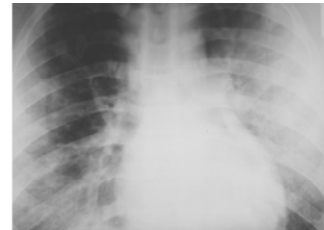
Рентгенография ОГК от 13.02.2008
